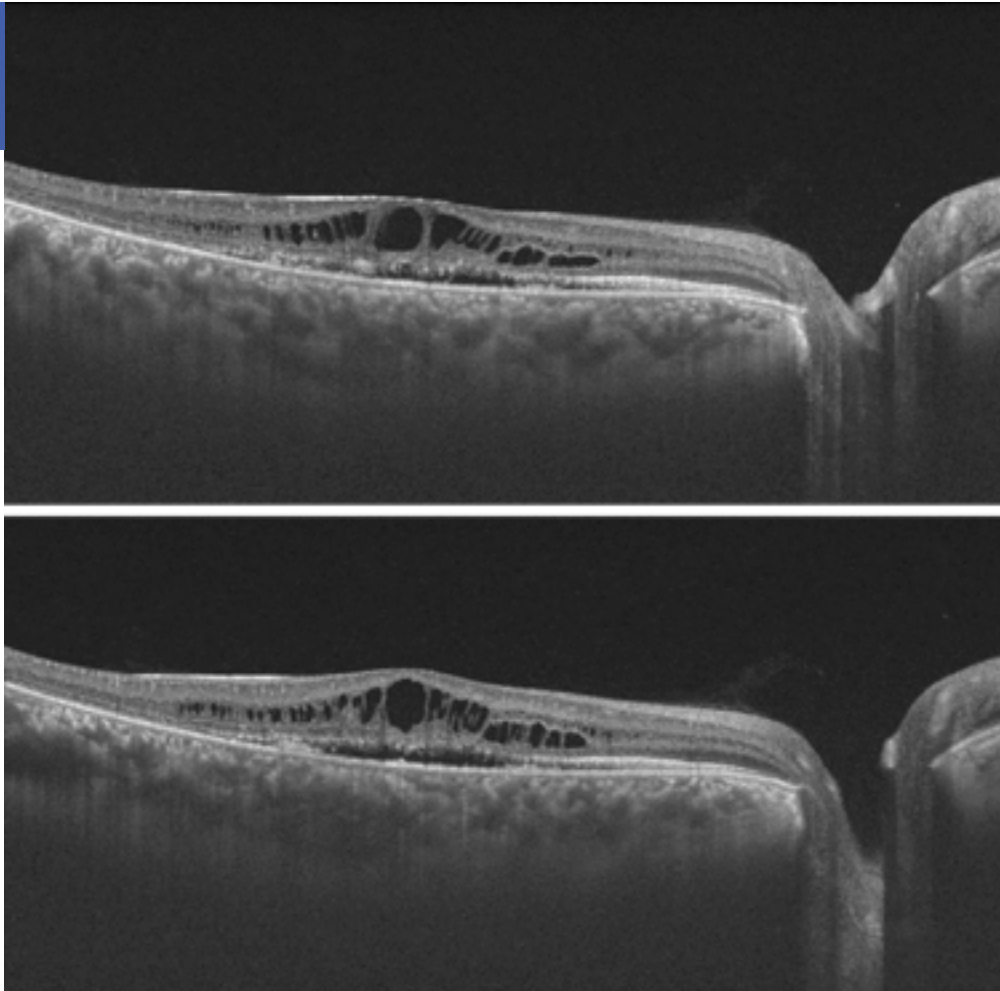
Imagen superior: Primera tomografía de coherencia óptica macular del ojo derecho realizada al paciente. Imagen inferior: misma prueba realizada a los tres meses en ojo derecho.
